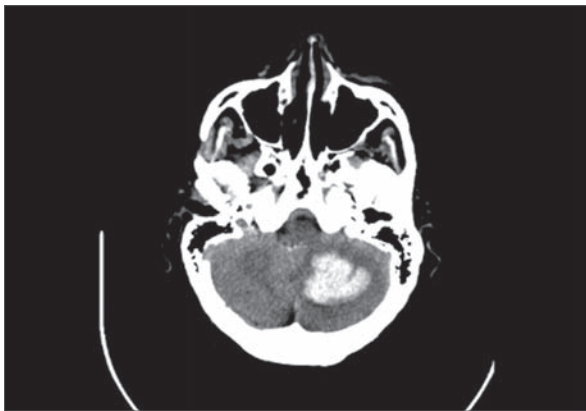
Notfall-CT mit Bewegungsartefakten bei Kleinhirnblutung mit hydrocephalem Aufstau.
